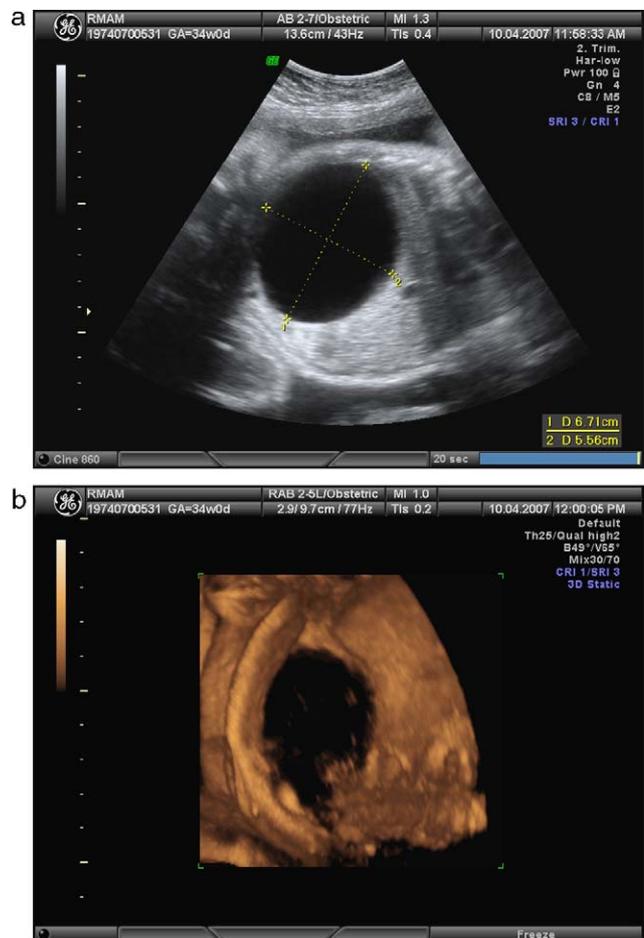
Ecografia 2D (a) e 3D (b), às 34 semanas, mostrando quisto do ovário de 6,7 × 5,5 cm, antes da aspiração.
